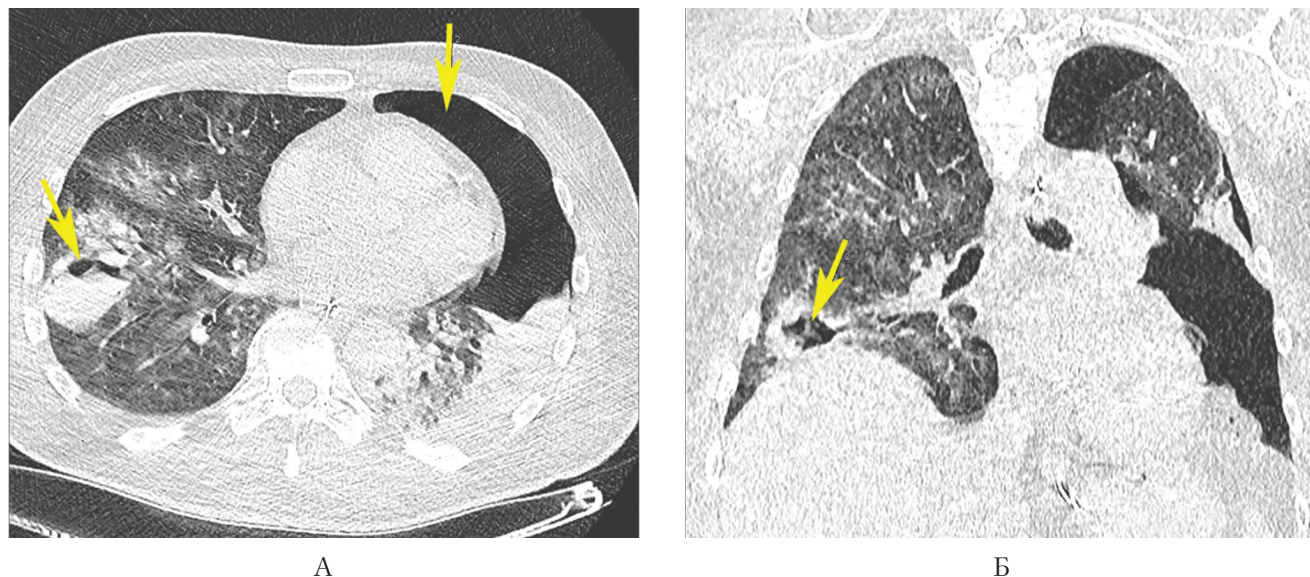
КТ ОГК больного Т. А – аксиальные реконструкции в легочном окне. Б – корональные реконструкции в легочном окне.
